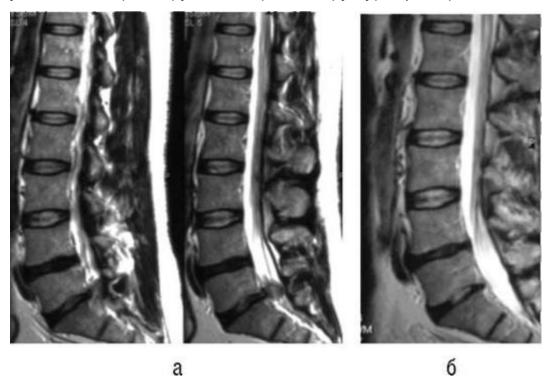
Микрохирургическая дискэктомия, магнитно-резонансная томография, Т2-взвешенное изображение: а - до операции; б - после операции
